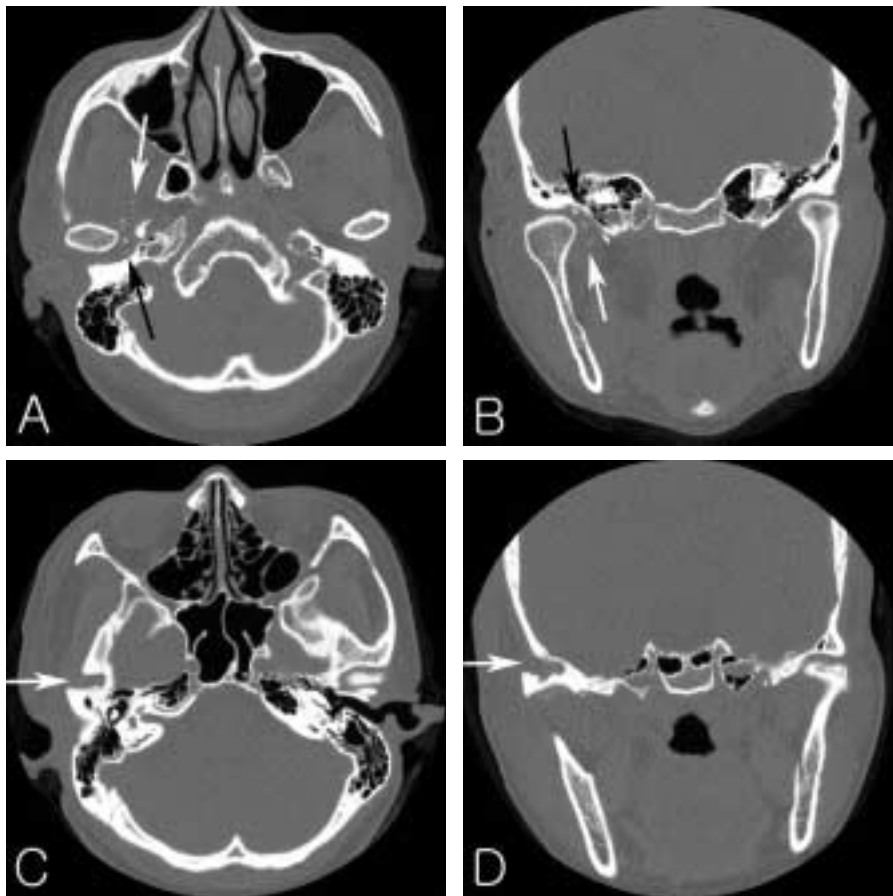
Postoperative CT. CT show reduced numbers of small calcified bodies in right TMJ capsule(A and B), and resection of lesion on temporal bone(C and D).
